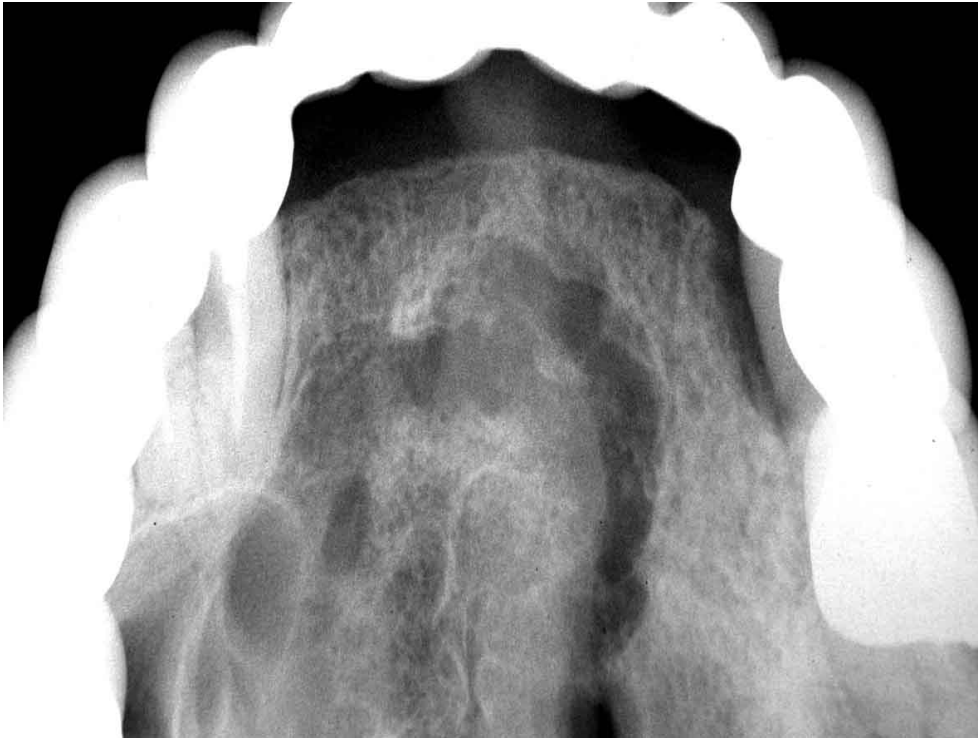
Radiografia panorâmica apresentando áreas radiolúcidas em palato.
